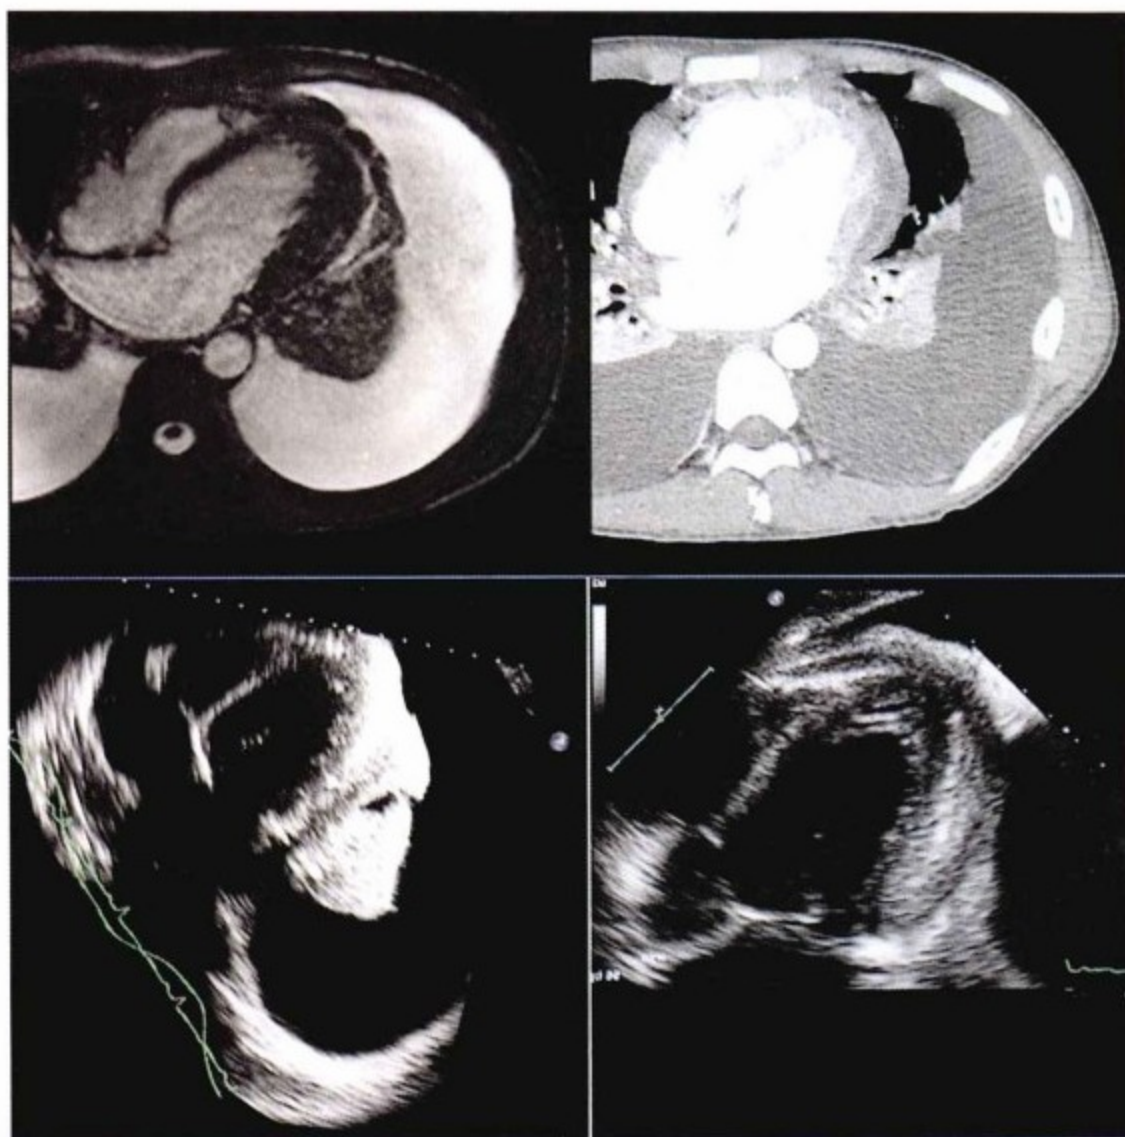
CMR、CT 和 TTE 心尖切面。左上图:CMR-SSFP 序列,右上图:增强 CT,下图:TTE。上述影像学检查对显示心包增厚的方法各异。但没有一种方法能够准确区分脏层和壁层心包的增厚。
